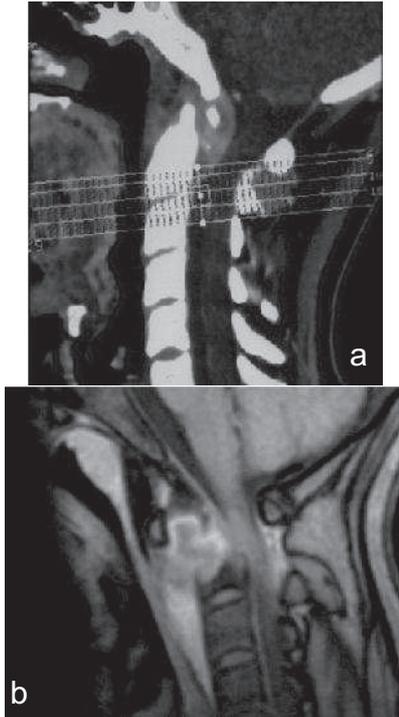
TDM vertébrale (a) : Magma nécrotique
